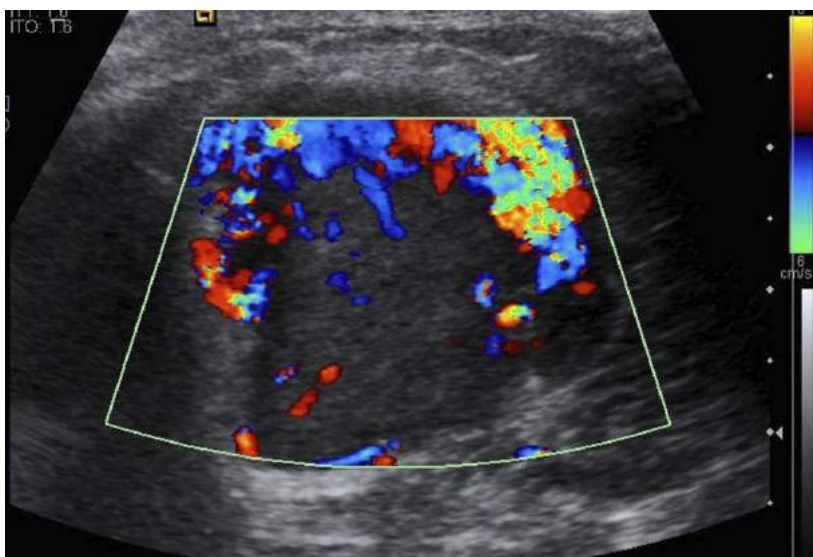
Imagen ecográfica estudio Doppler con sonda lineal en bíceps de miembro superior derecho. Se aprecia una lesión sólida hipocóica hipervascular en el interior de la musculatura
